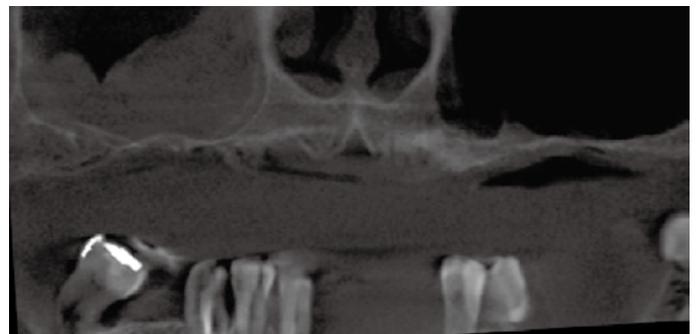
術前のCT像。X線およびCTによる検査において非常に骨量が乏しいことが分かった。上顎左右の臼歯部は上顎洞の下降により既存骨はほとんどない。また、上顎洞右側のシュナイダー膜には肥厚が認められる。
